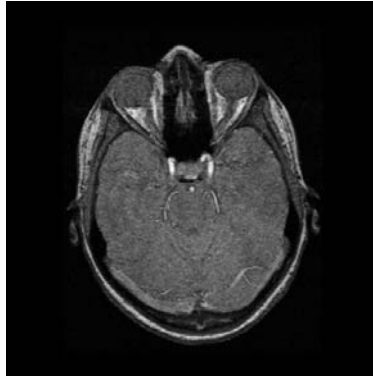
Fatia de um volume adquirido via MRI, correspondente a uma seção transversal de uma cabeça humana (cortesia do Centro de Radiologia do Hospital Moinhos de Vento de Porto Alegre-RS).
